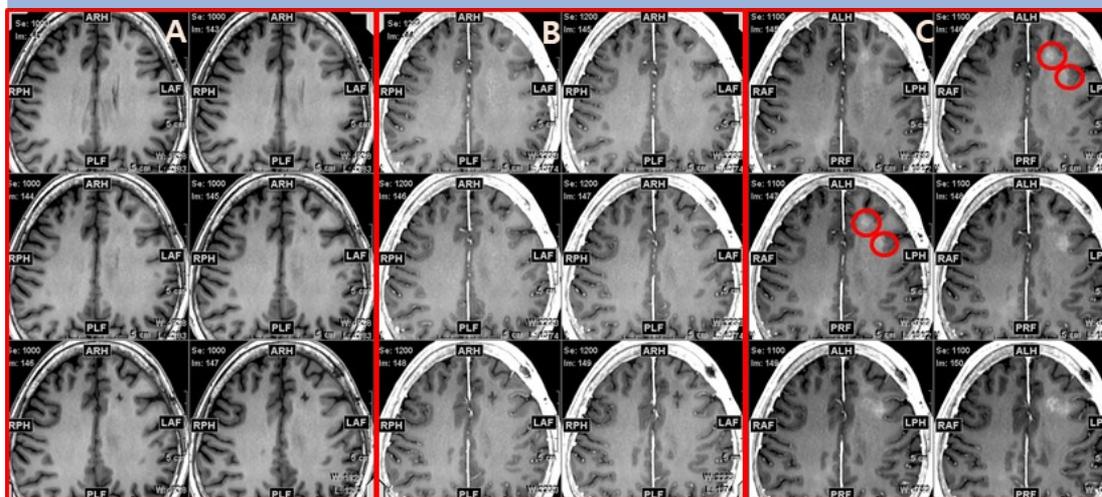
교모세포종 환자에게 계획된 부가 항암화학요법 시행중 뇌혈관장벽 개통을 위한 집중초음파 임상 연구: 식약처 승인 사항
